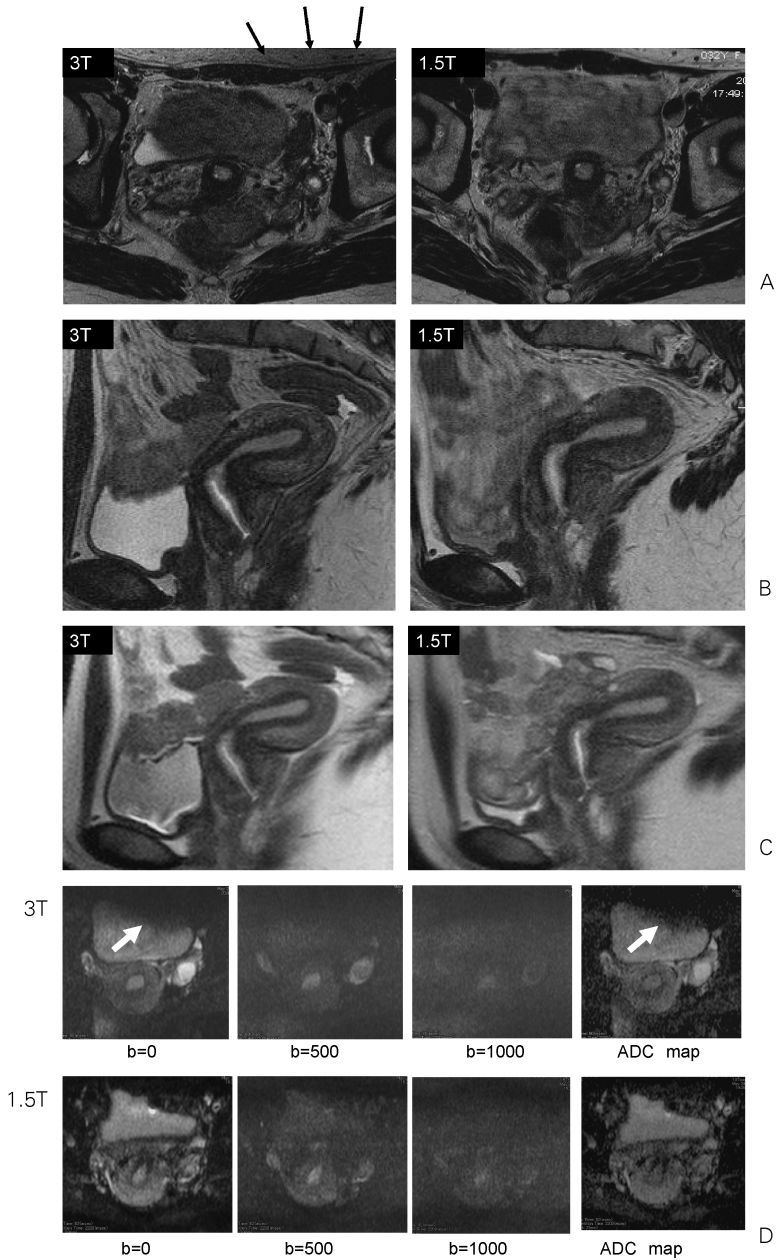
Axial T2WIs (A), sagittal T2WIs (B), sagittal HASTE images (C), and axial DWIs (D) of the pelvis at 3T and 1.5T are demonstrated. The overall image quality is equal between 3T and 1.5T MR images, although the contrast in cervical structure is considered slightly higher at 3T. Signal intensity of fat is slightly lower in the anterior part of the pelvis at 3T (A, D : arrows).
